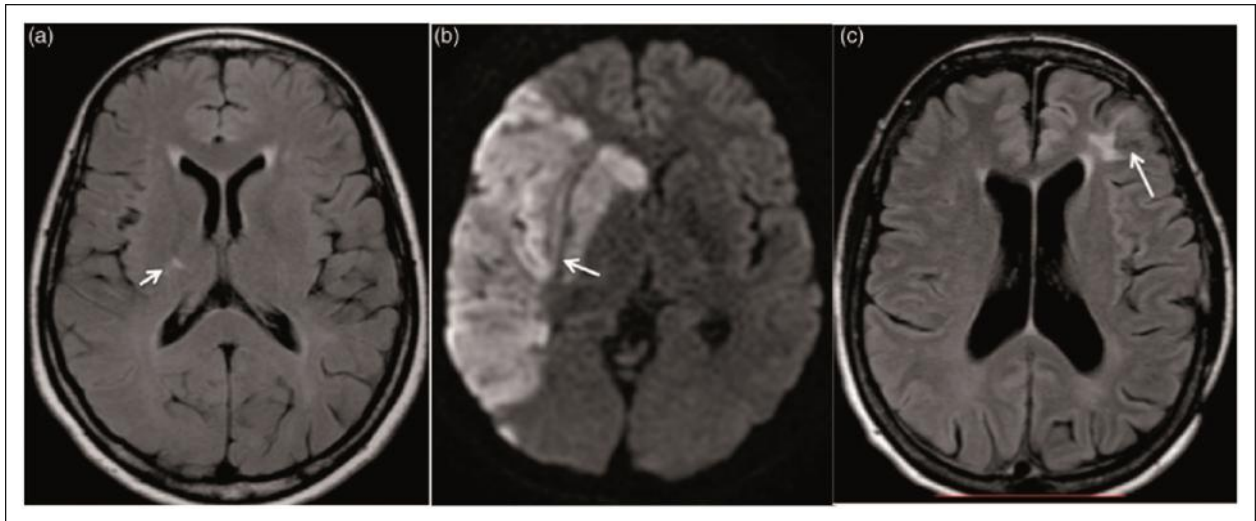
IRM cérébrale montrant différents types d'AVC dans le SAPL. (a) Séquence FLAIR : petit infarctus lacunaire (flèche). (b) Séquence pondérée en diffusion : infarctus de l'artère cérébrale moyenne droite, illustrant un AVC ischémique de gros vaisseaux (flèche). (c) Séquence FLAIR : infarctus cortical (flèche)[147].
